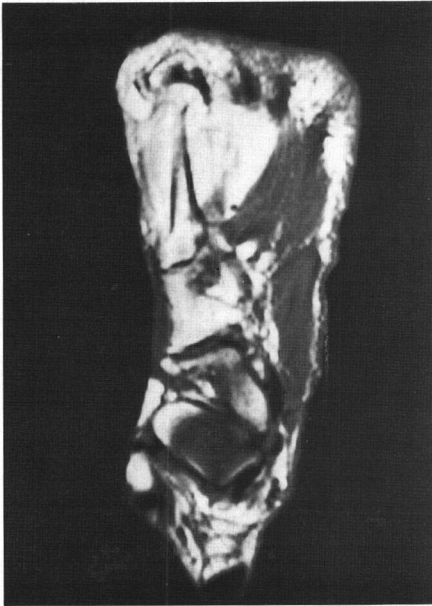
Magnetic resonance imaging films show soft tissue lesion around the 4th metatarsal bone. Intermediate signal in T1-weighted image(A), heterogenous high signal in T2-weighted image(B) and strong enhancement in gadolinium-enhanced T1-weighted image(C).
